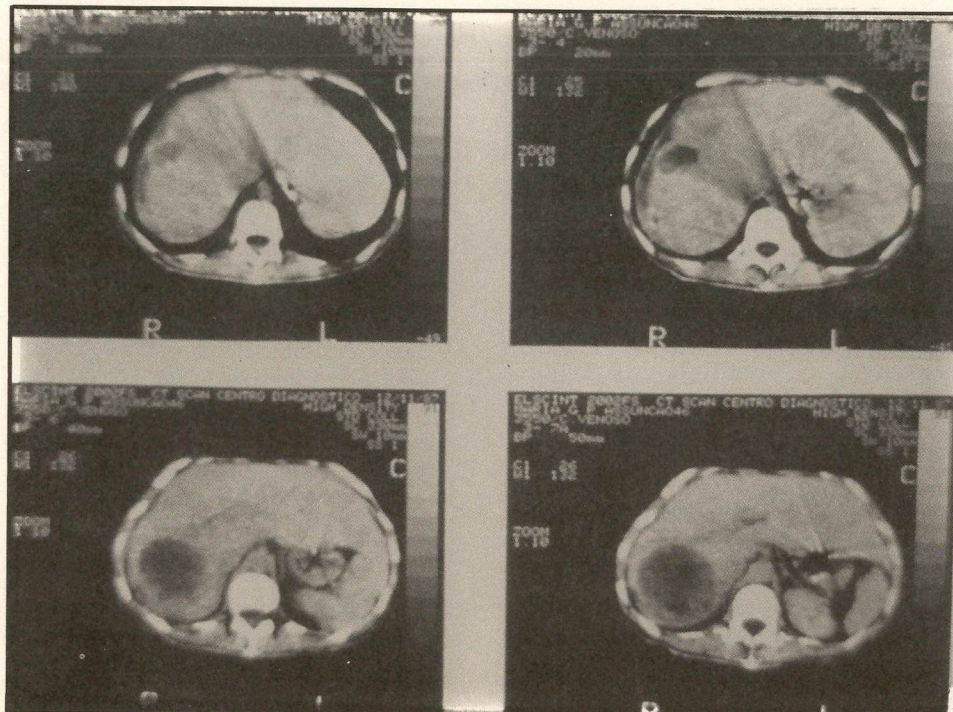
CT pós drenagem do abscesso intra-hepático
